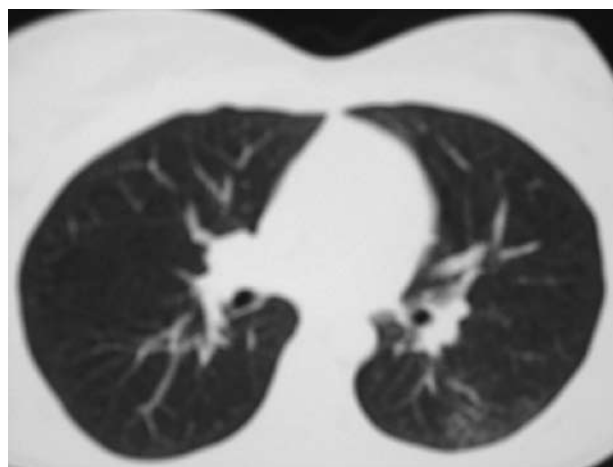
Computerised tomography after therapy.
